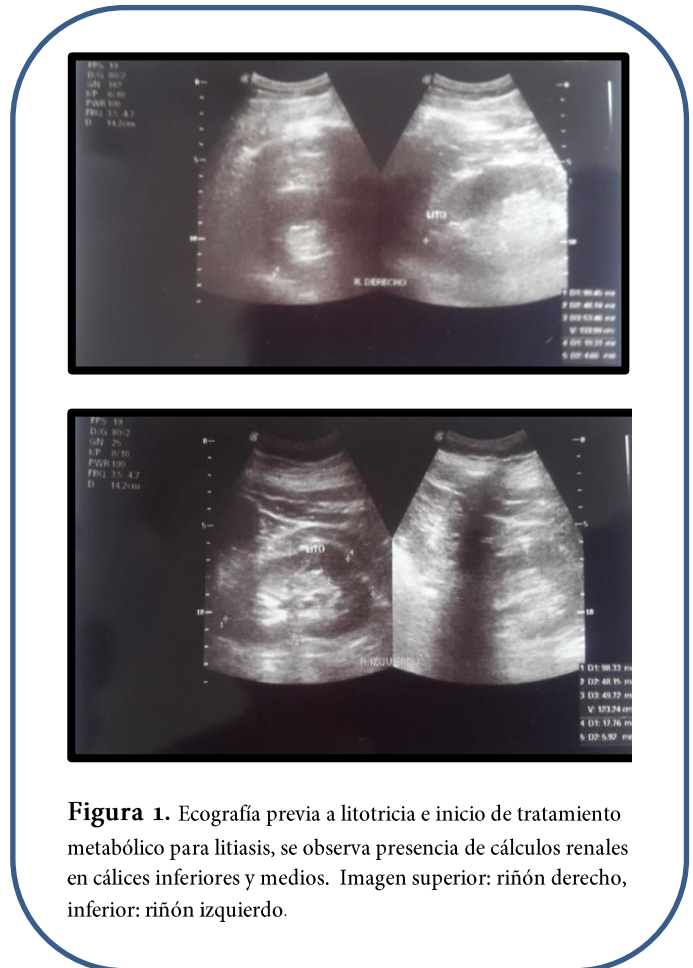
Ecografía previa a litotricia e inicio de tratamiento metabólico para litiasis, se observa presencia de cálculos renales en cálices inferiores y medios. Imagen superior: riñón derecho, inferior: riñón izquierdo.
